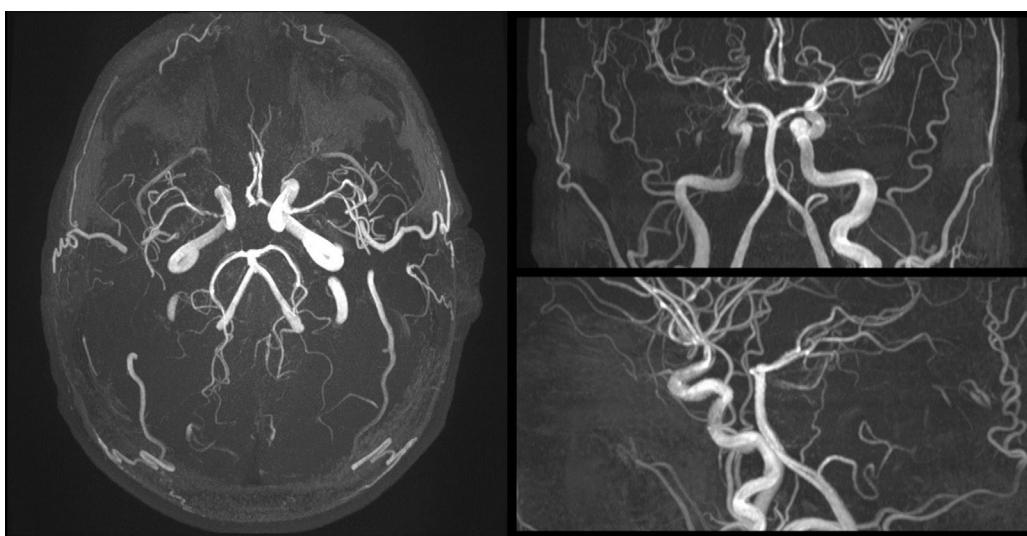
Imagen de angio-RM. Estenosis grave de la arteria carótida interna terminal derecha y del segmento M1 derecho. Posible oclusión del segmento A1 derecho.
